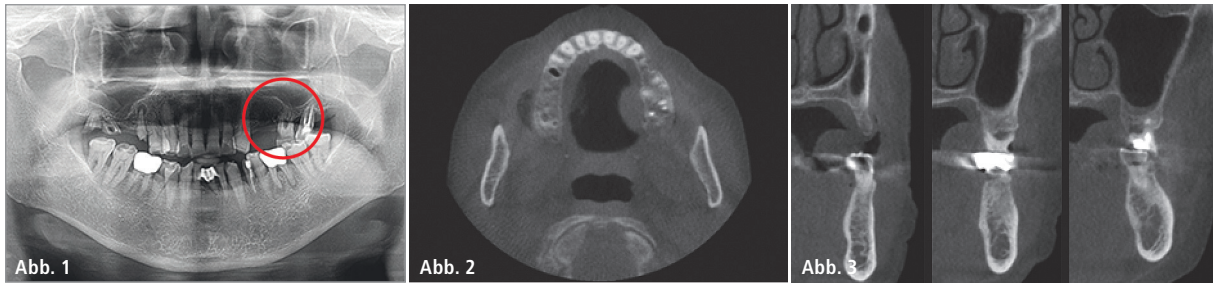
Panoramaaufnahme prä OP. – Abb. 2: CT prä OP zeigt extrem schmalen Kieferkamm in Regio 24. – Abb. 3: CT prä OP zeigt das kompromittierte Knochenangebot in Regio 24, 26 und 27 (v.l.).
